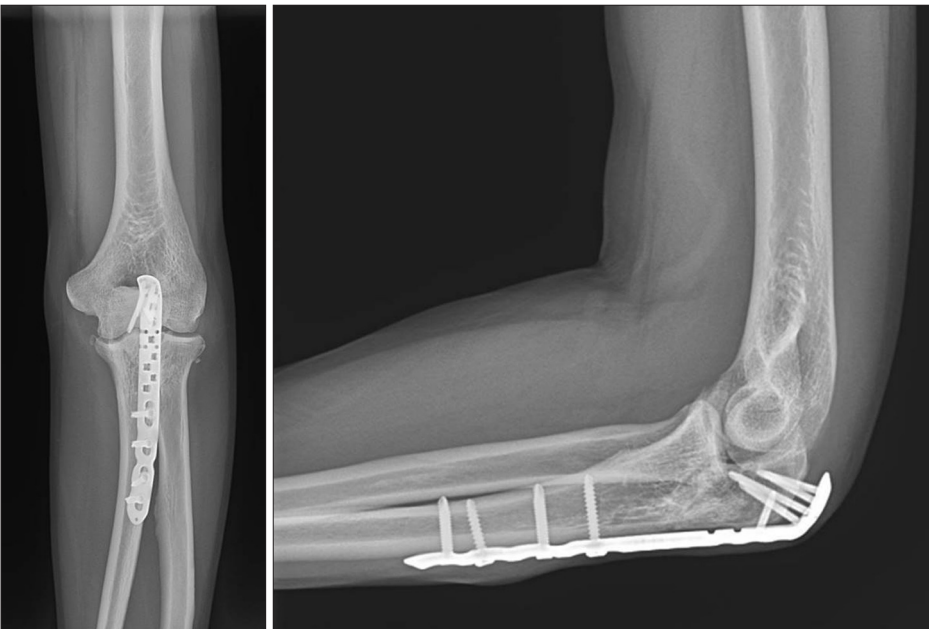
Follow-up radiographs taken at 6 months after surgery show bony union and stable elbow joint.
